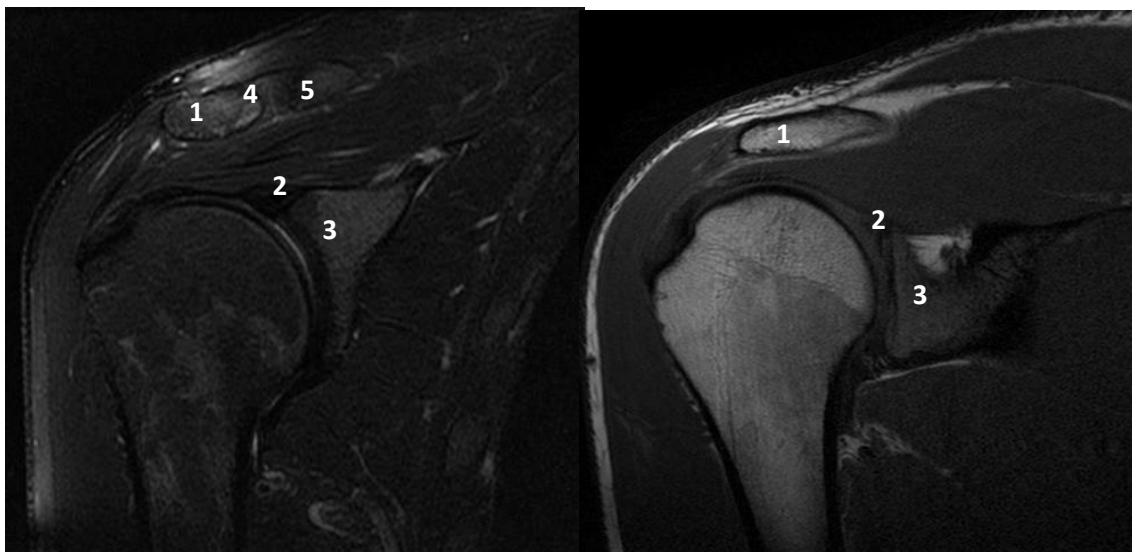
Imágenes de RMN potenciada en T2 (izquierda) y en T1 (derecha). 1. Acromion; 2. Porción superior del rodete glenoideo; 3. Porción glenoidea de la escápula 4. Articulación acromioclavicular; 5. Clavícula.
